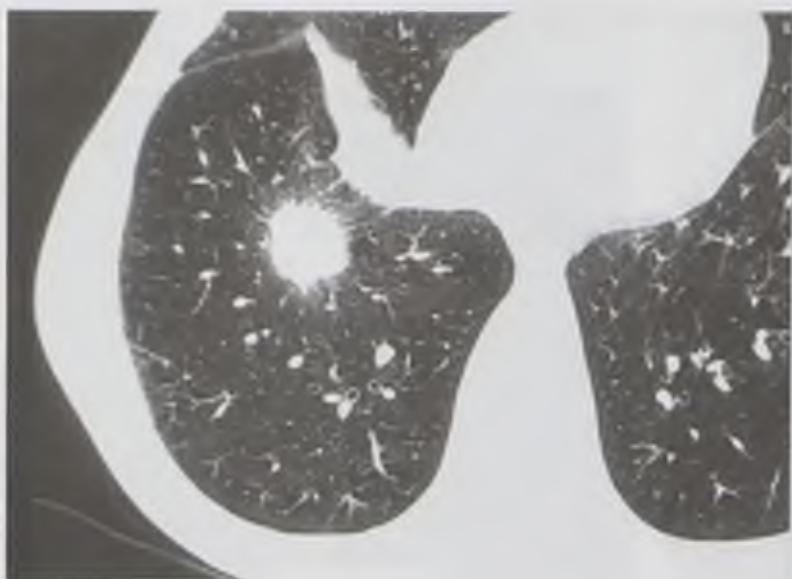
Фрагмент компьютерной томограммы. Периферический рак правого легкого
